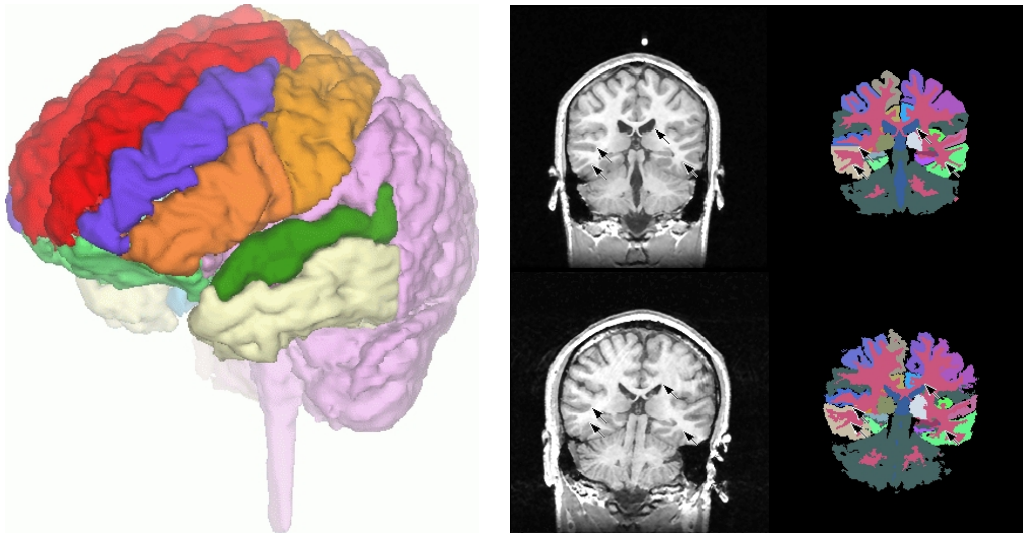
Un exemple de recalage où les objets sont similaires, mais n'ont pas la même forme : deux cerveaux de patients différents. Un atlas étiqueté est propagé sur l'image d'un patient par le biais d'un recalage non rigide non paramétrique (une transformation point à point). À gauche : une vue 3D de l'atlas segmenté (merci à Ron Kikinis et à Gérard Subsol). À droite : l'atlas anatomique et sa segmentation en haut ; l'image anatomique et la segmentation déformée sur l'image du patient grâce au recalage non rigide entre les deux IRM anatomiques (merci à Jean-Philippe Thirion).*
